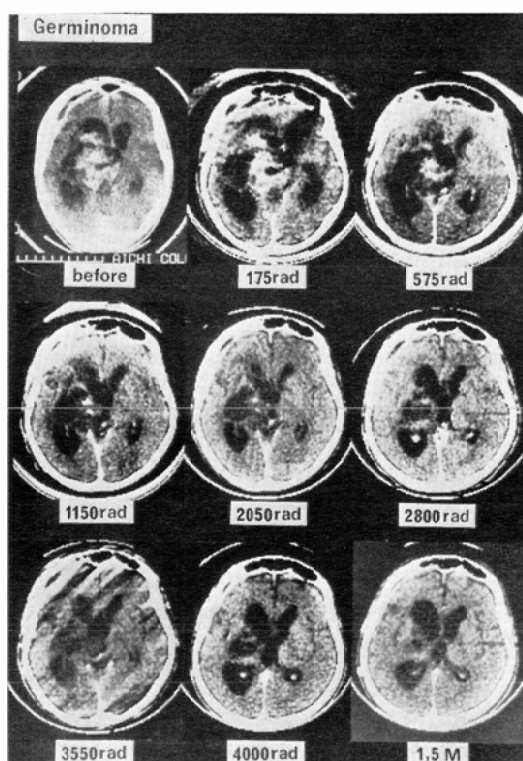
Germinoma in the left basal ganglia in 12-year-old boy. CT scan taken before radiation therapy shows an enhanced tumor in the region of the left basal ganglia. The lateral and third ventricles are compressed and shifted to the right. Postoperative epidural hematoma is noted as low density area of a crescent shape in the left frontal region. Serial CT scans taken at an interval of about 1 week during the course of irradiation show rapid decrease in tumor size and mass effect. CT scan taken 1.5 months after the completion of 4000 rad irradiation shows marked regression of tumor appearing before irradiation and no evidence of enhanced tumor.
